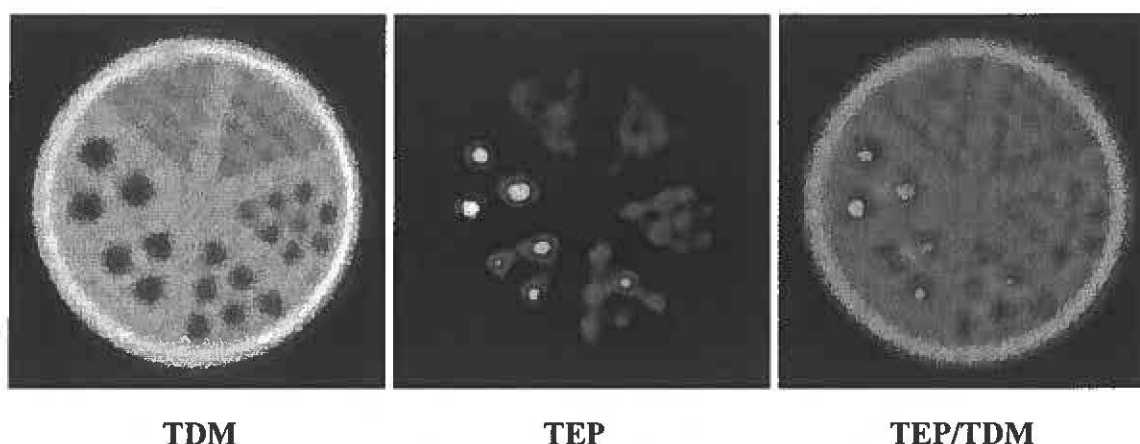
Images TDM (à gauche), TEP (au centre) et TEP/TDM fusionnées (à droite) de la mire Ultra Micro Hot Spot Phantom™ ayant des trous de 0.75, 1.0, 1.35, 1.7, 2.0 et 2.4 mm.
